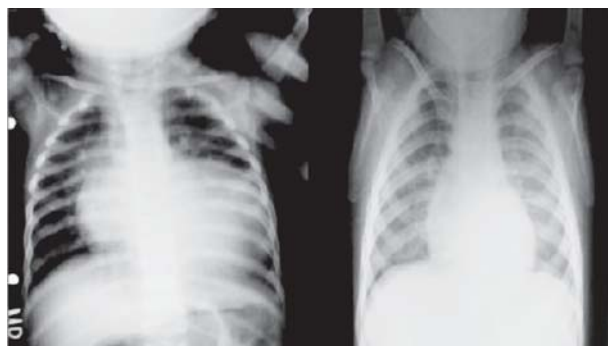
Radiografía de tórax previa al implante y 18 meses después. Se observa disminución significativa de la cardiomegalia.
